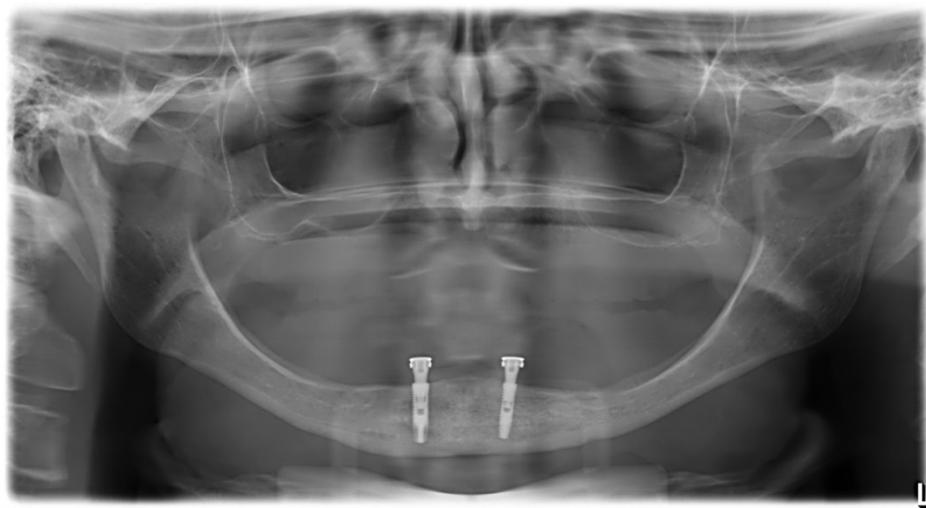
Radiografia panorâmica obtida em um dos controles com a prótese em posição.
